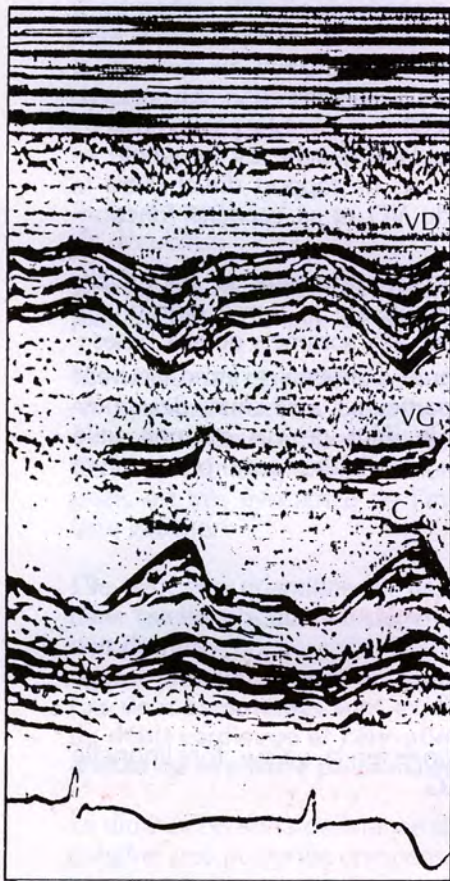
Échocardiographie du ventricule gauche normal. Tracé en mode M (reproduit avec l'autorisation du Dr J.-C. Farcot).
